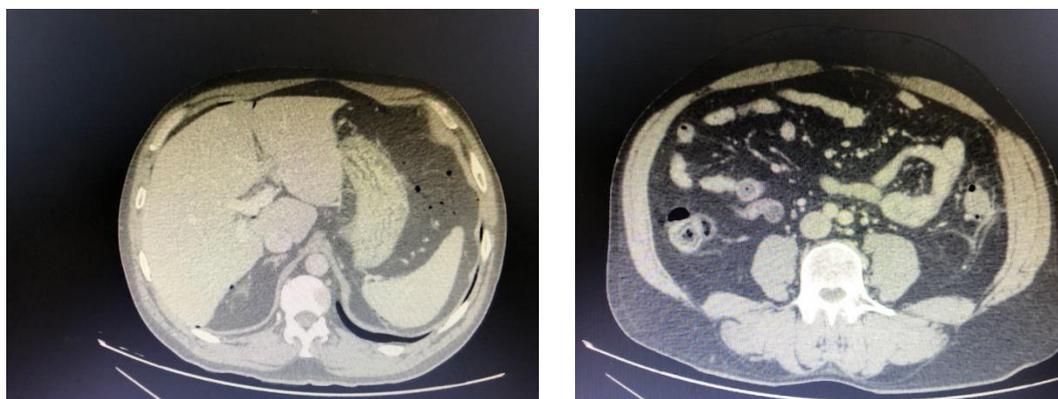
Tomografia de abdômen em corte axial mostrando pequenos focos de pneumoperitoneo difuso.
